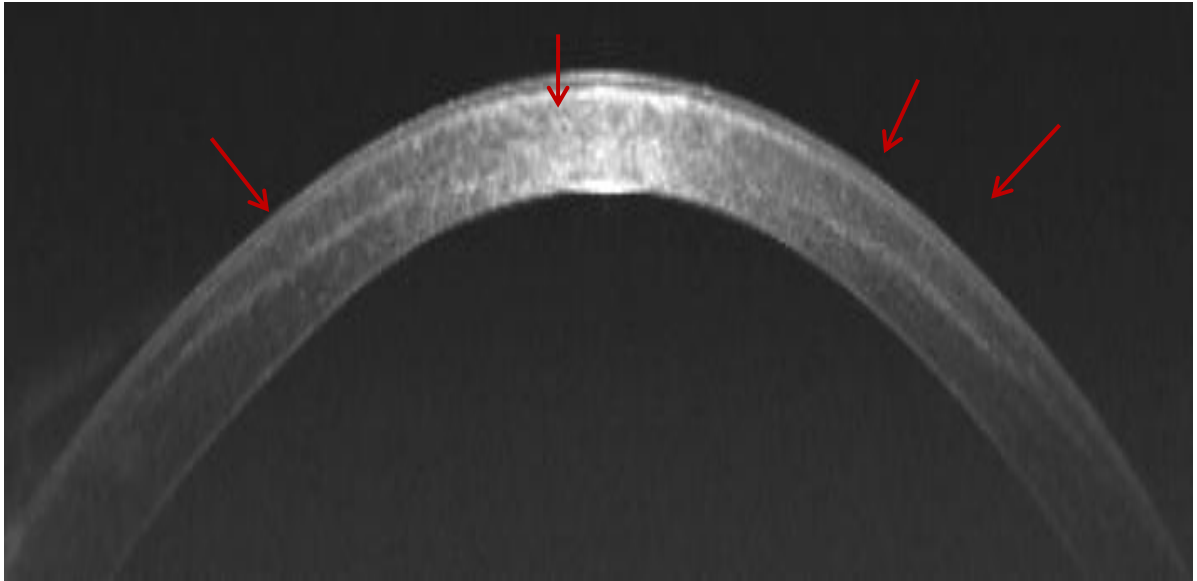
Обзорная оптическая когерентная томограмма роговицы в горизонтальном меридиане (стрелкой указана демаркационная линия).
